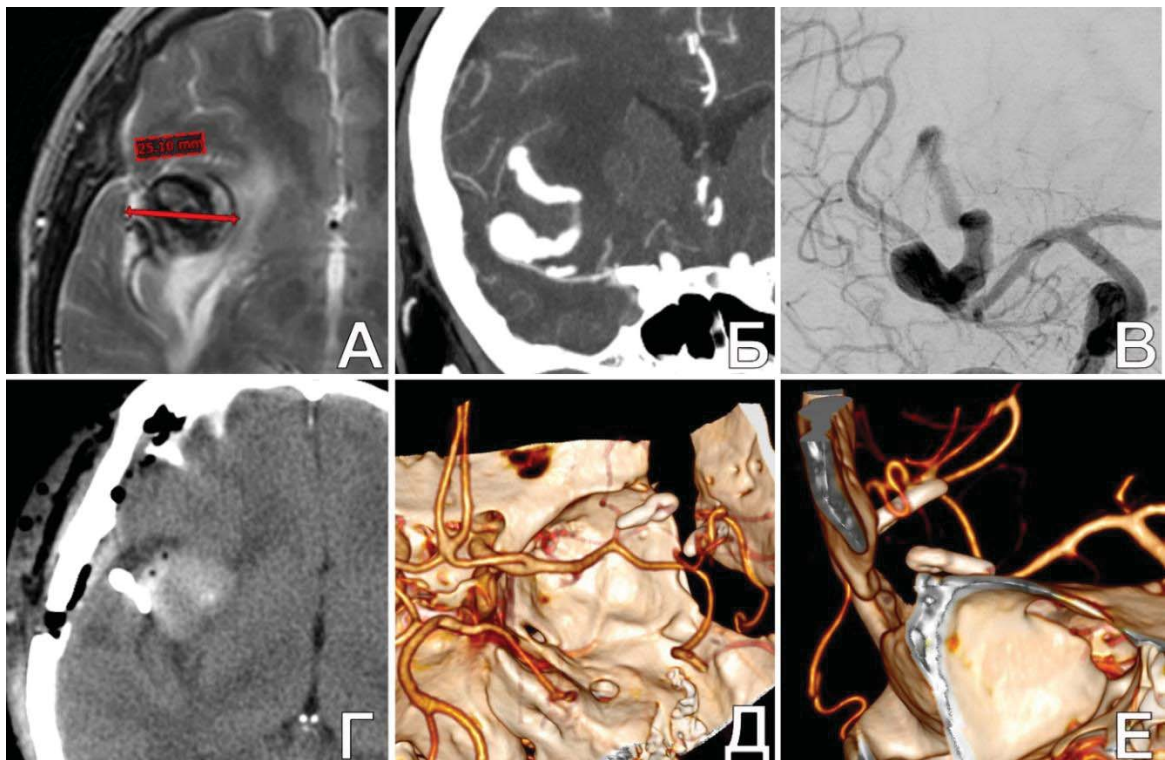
Треппинг гигантской фузиформной ЧТА М2-сегмента СМА после создания ЭИКМА у пациентки К, 58 л. А. МРТ до операции: определяется гигантская ЧТА правой СМА; Б, В. КТА (3D) и ЦАГ до операции: виден серпантинный ход в полости аневризмы; Г. КТ головного мозга п/о: отсутствие нарастания ишемических нарушений; Д, Е. КТА (3D) п/о: отсутствие контрастирования аневризмы и хорошее заполнение М2-ветви через ЭИКМА.
